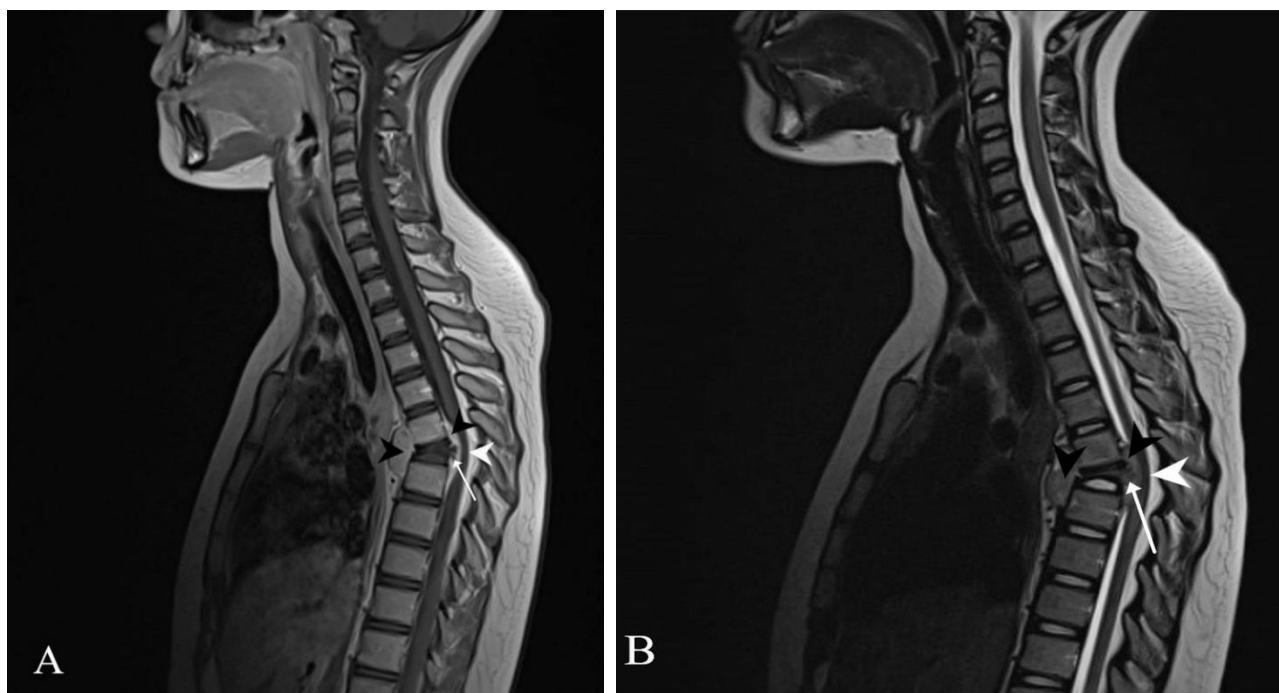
and 1B. MRI images of the spine in T1-weighted (A) and T2-weighted (B) sequences. The pathological lesion in the paraspinal space and spinal canal is marked with black arrowheads. The white arrow indicates the posterior contour of the T6 vertebra protruding into the spinal canal. The white arrowhead highlights the level of greatest spinal canal narrowing and spinal cord compression.
